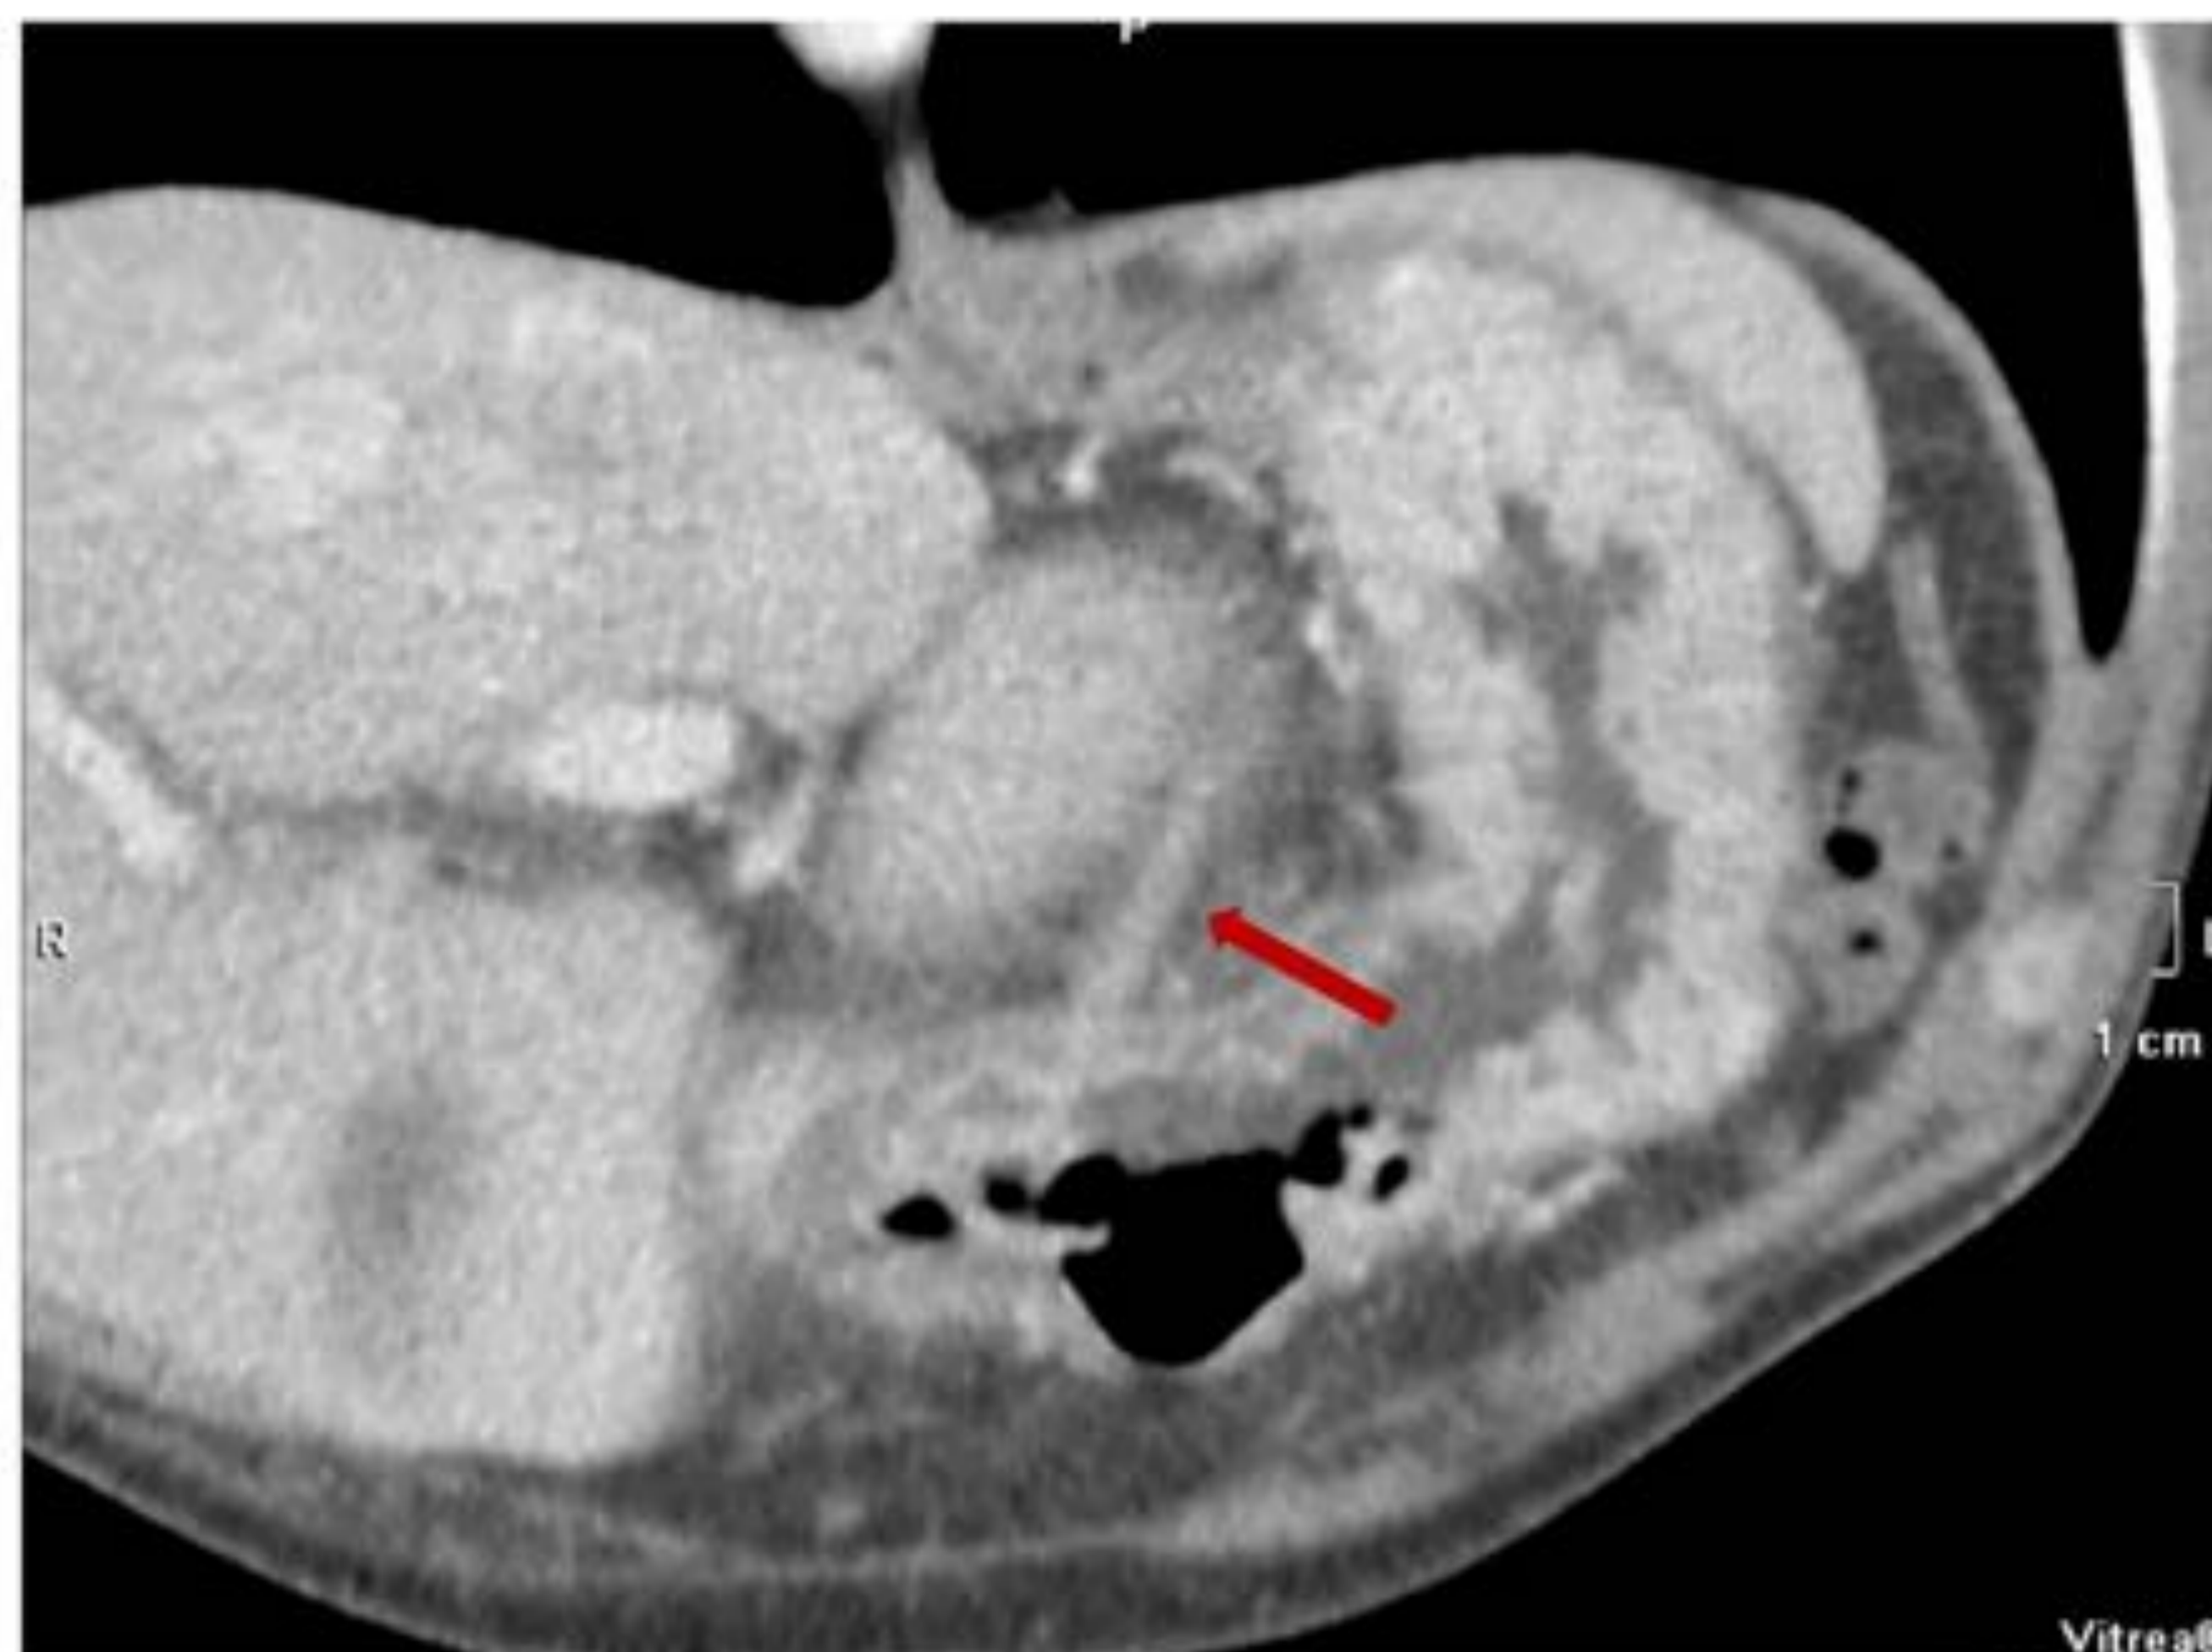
Perforación gástrica producida por un palillo, que se visualiza en la ecografía como una imagen lineal hiperdensa.
